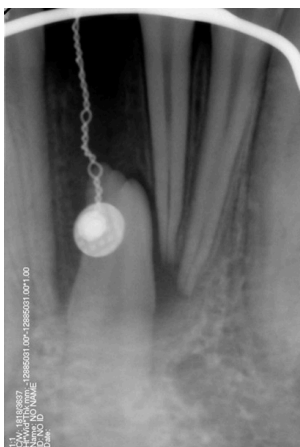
Radiografía día de la cirugía.
